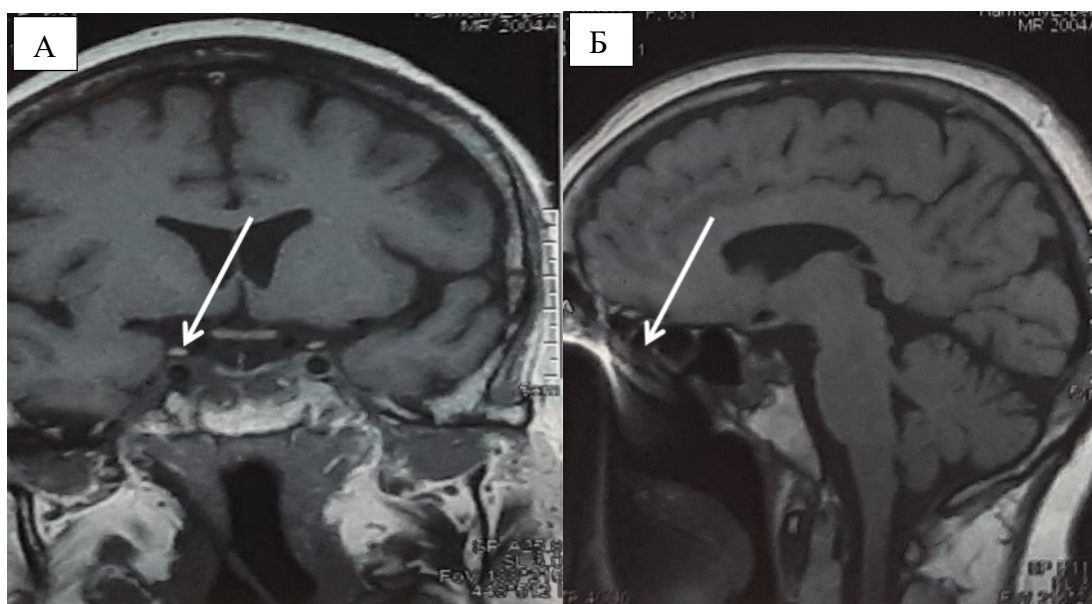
МРТ пациентки С-ой (И/б 930/08-2008) перед лучевым лечением, через 18 месяцев после второй операции. А – МРТ в фронтальной проекции в T1 режиме с контрастным усилением. Б – МРТ в сагиттальной проекции в T1 режиме без контрастного усиления. Определяется опухоль в левом кавернозном синусе – белая стрелка
